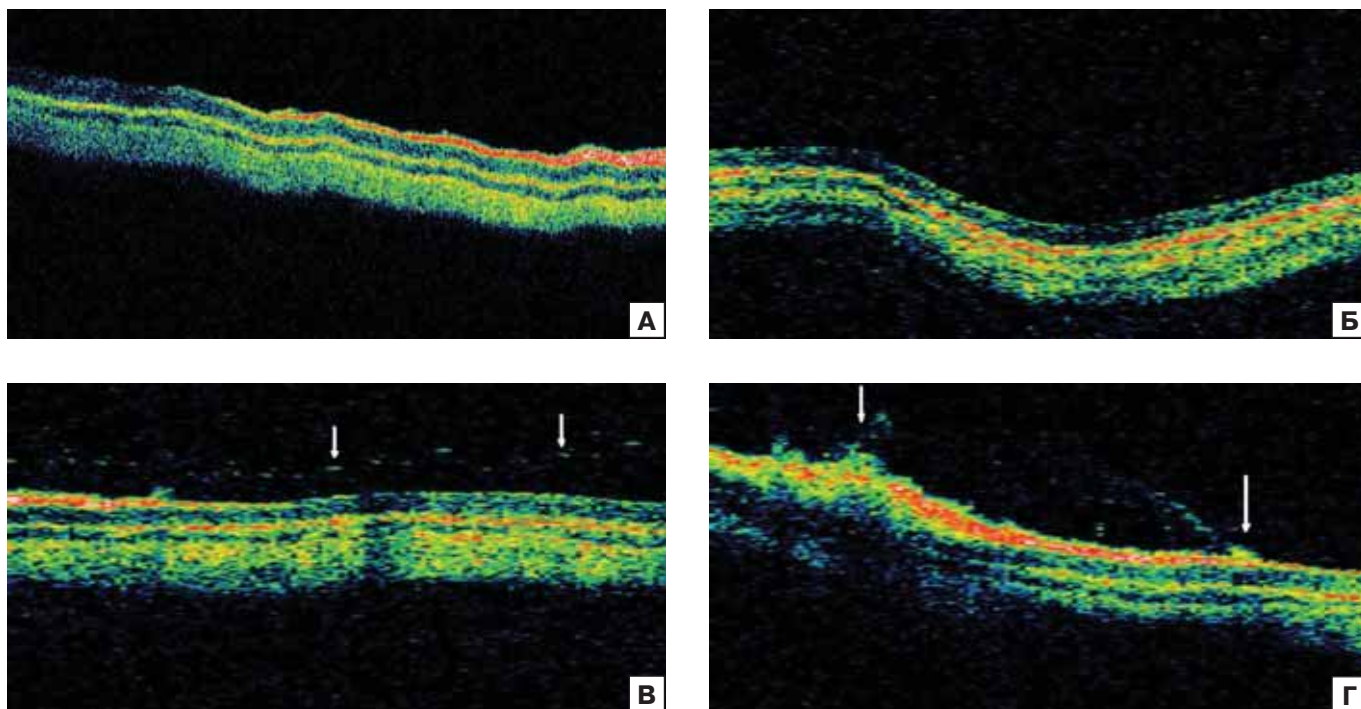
Оптическая когерентная томография сетчатки животных до введения препарата и на 3-и сутки после введения препарата: А – до введения препарата; Б – после введения раствора BSS; В – после введения раствора коллалазина в дозе 10 KE (стрелками отмечена ЗОСТ); Г – после введения коллалазина в дозе 15 KE (стрелками отмечены зоны фиксации).
